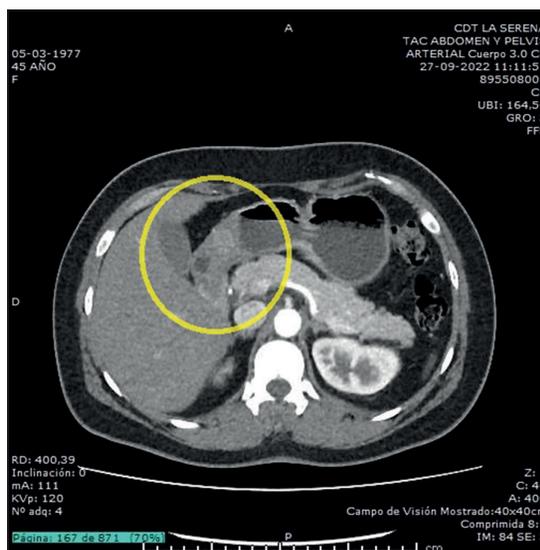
Tomografía abdominal. Tumor que ocluye el lumen del antro gástrico.
